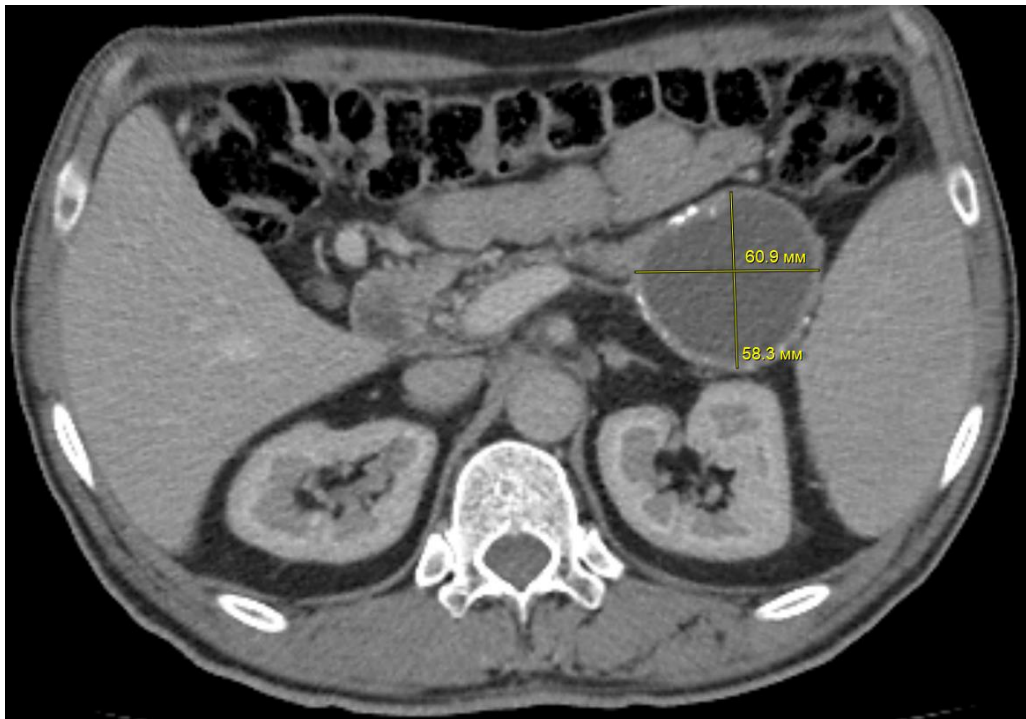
Компьютерная томограмма, 5 лет после перенесенного ОП. Венозная фаза, аксиальная проекция. ПК в области хвоста ПЖ
